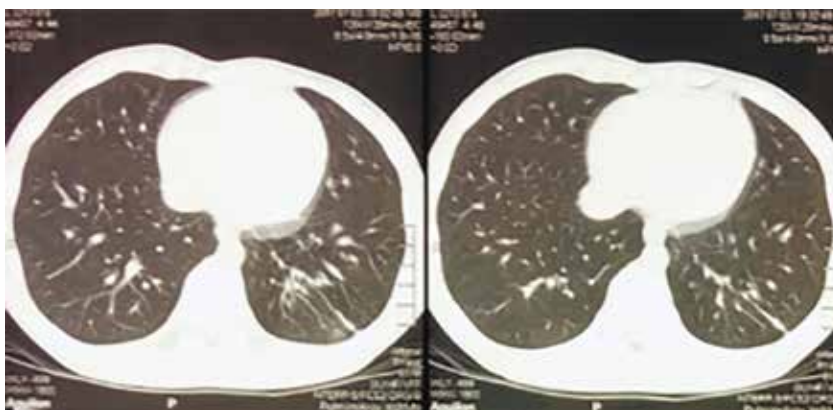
МСКТ (03.07.2017 г.): КТ-признаки поствоспалительного фиброза слева в нижней доле со сложившимися бронхоэктазами. В сравнении с КТ-обследованием от 01.06.2017 г. положительная динамика
